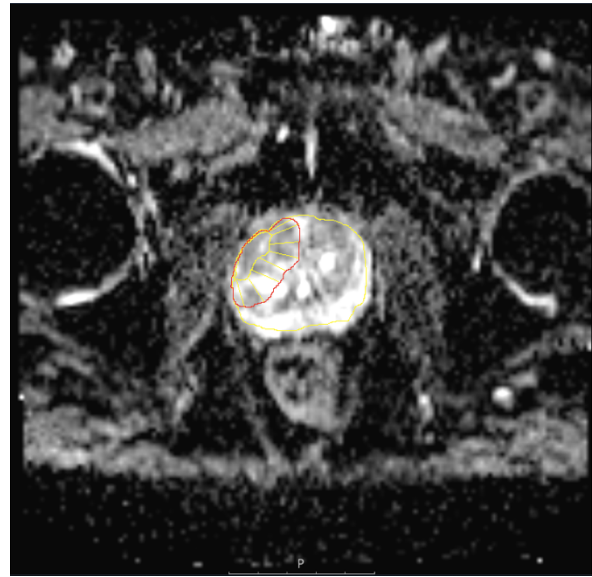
Übertragung ROI aus T2W auf DWI-ADC & Definition der Prostatakapsel in DWI-ADC
